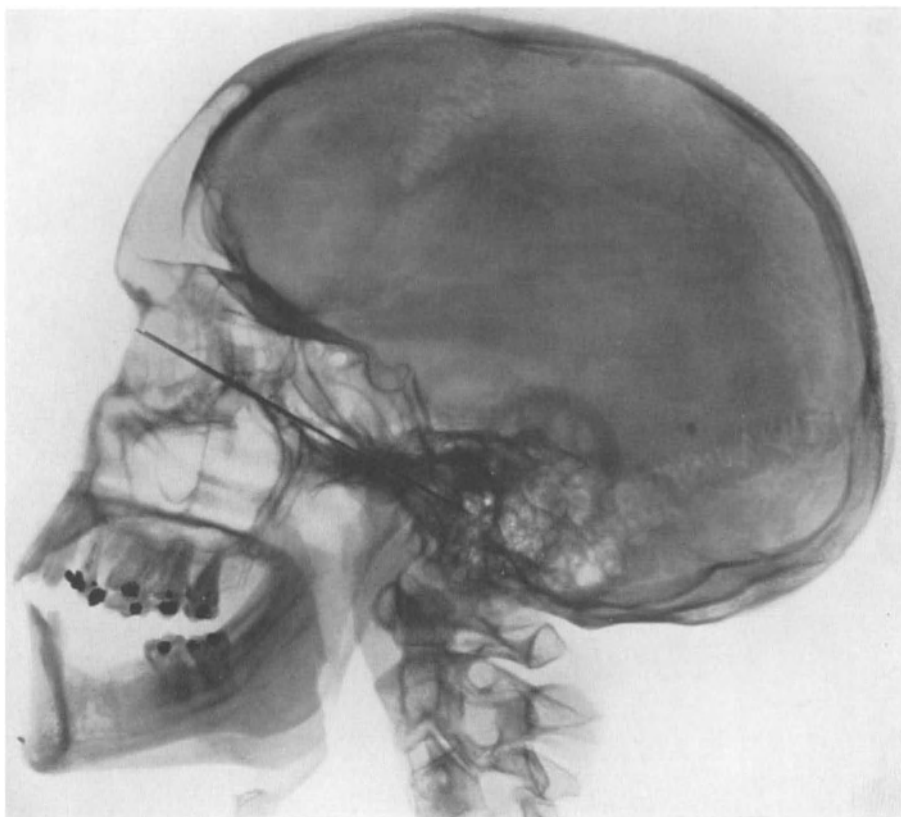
Röntgenphotogramm des Schädels zur Demonstration der Hypophysenlage. Der schwarze Strich unterhalb der Hypophyse ist bedingt durch zwei Metallstäbchen. Diese wurden entsprechend den Angaben von Hofbauer und Hirsch beiderseits am Schädel des Patienten so befestigt, daß sie den seitlichen Augenwinkel mit dem oberen Rand des äußeren Gehörgangs verbinden. Das Bild zeigt, daß die Hypophyse erheblich über dieser Verbindungslinie liegt. (Dieses Bild ist nur ein Beispiel aus Serienuntersuchungen, die alle zu dem gleichen Resultat führten.)
